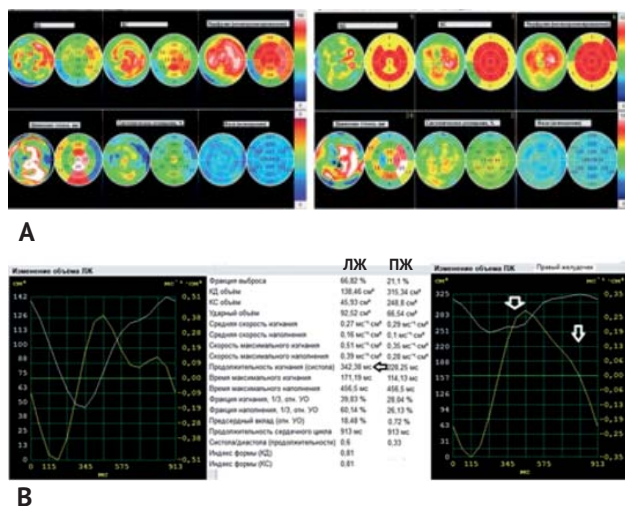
Результаты однофотонной эмulsionной компьютерной томографии, синхронизированной с электрокардиографией после установки 3-х стентов (правая коронарная артерия, ветвь тупого края и переднюю межжелудочковую ветвь): А – «бычий глаз» с изменениями перфузии, движения стенок и систолического утолщения по сегментам; В – кривые поток-объем с количественными параметрами функции левого и правого желудочков
